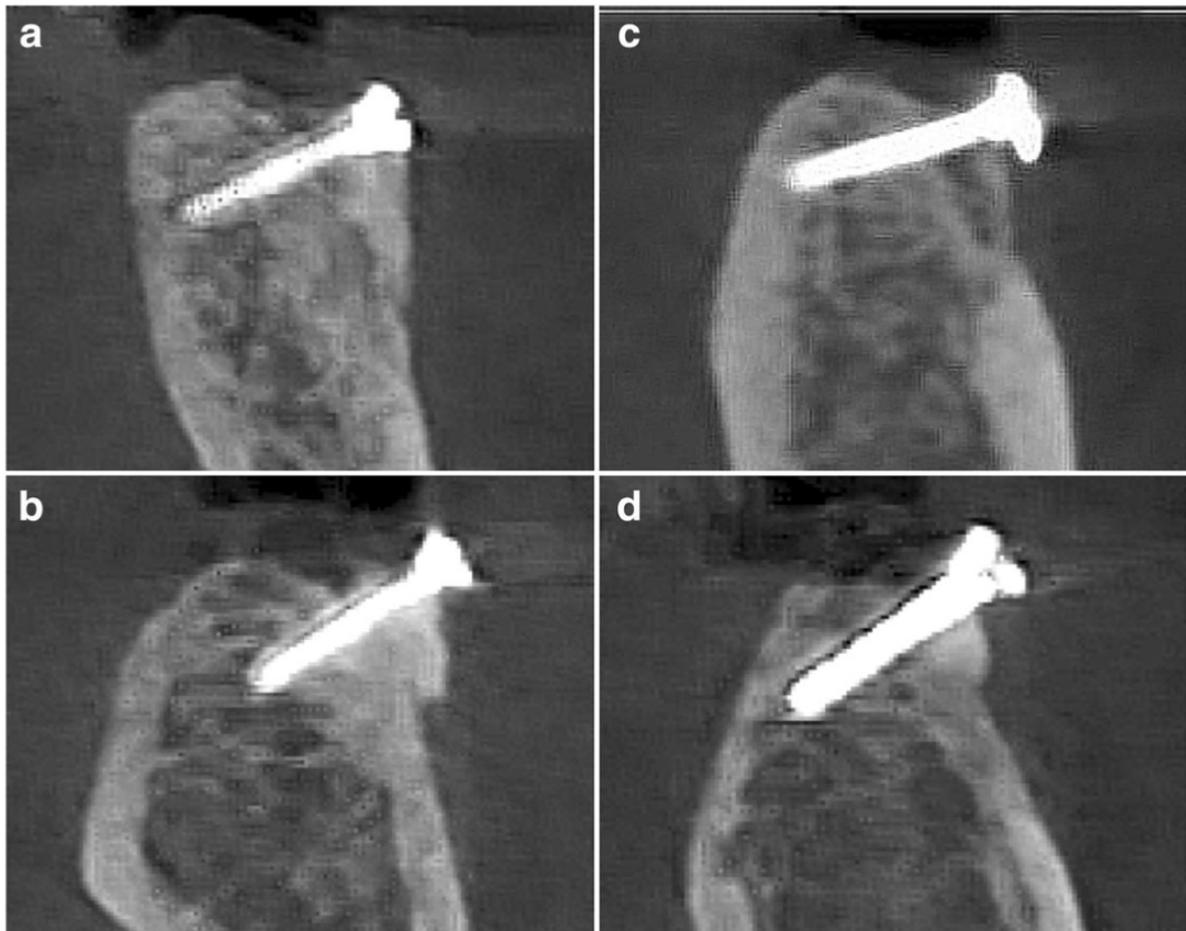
TC após 26 semanas de implantação dos blocos autógenos. a) e b) Bloco de raiz dentária e c) e d) Bloco de osso autógeno da área retromolar. PARVINI *et al.*, 2018)
